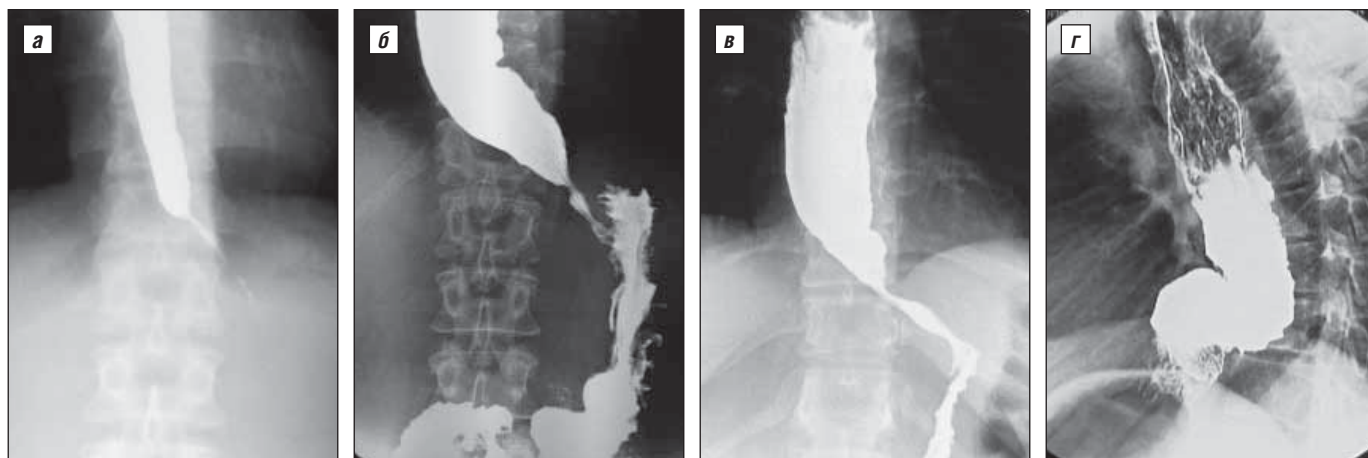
Рентгенограммы: а–г – соответственно I–IV стадии кардиоспазма по классификации Б.В. Петровского
